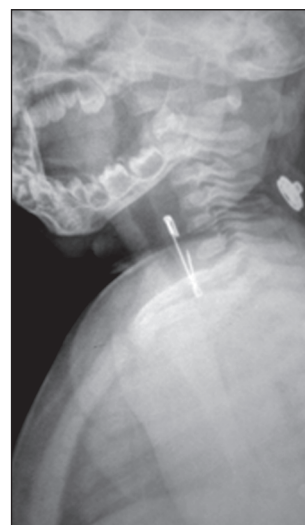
Рентген: бокова проєкція
